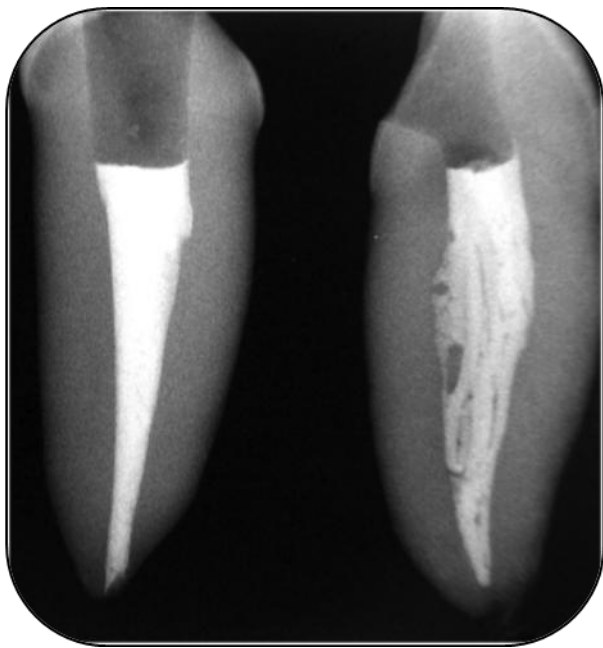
La calidad de la obturación del conducto radicular visualizada en la radiografía buco-lingual indica la mala obturación del conducto. Nótese la discrepancia en la imagen de la radiografía tomada medio-distalmente ⁸.
